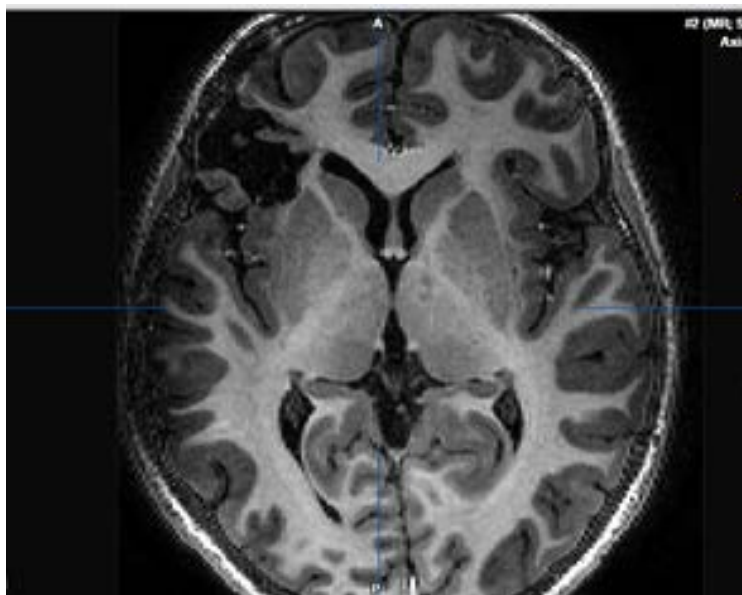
RM postquirúrgica con resección quirúrgica. (Libre de crisis).
